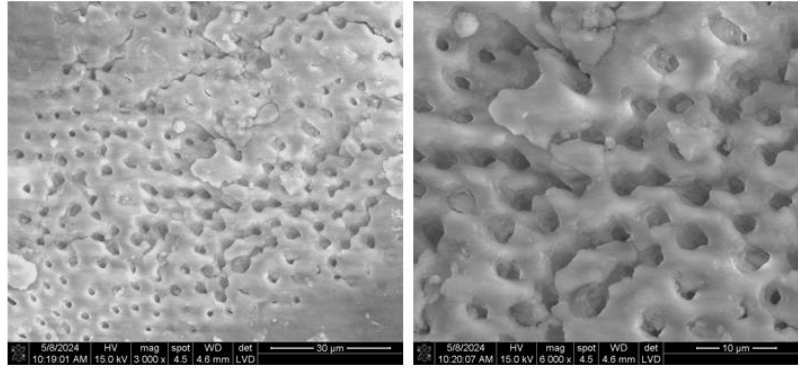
Imagen de SEM a 3000x y 6000x de tercio apical. Biofilm de *E. faecalis* y *P. gingivalis*. Después del tratamiento con Ultrasonido a 45kHz irrigado con NaOCl 5.25%.
